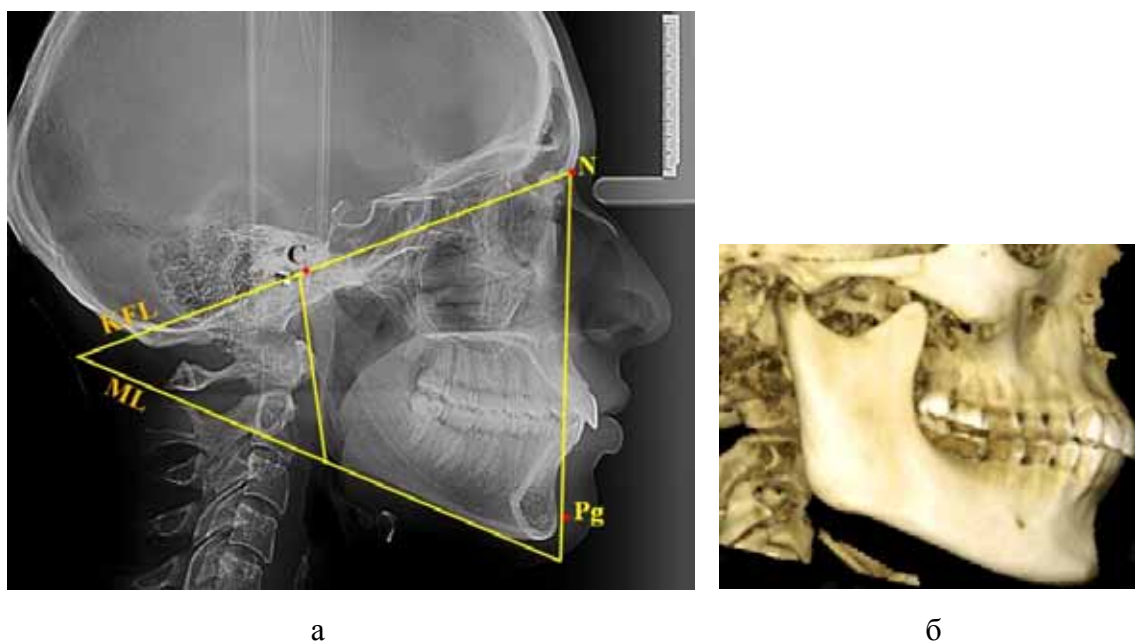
Основные точки и линии телерентгенограммы головы в боковой проекции (а) и трёхмерное компьютерное изображение гнатической части лица (б)
